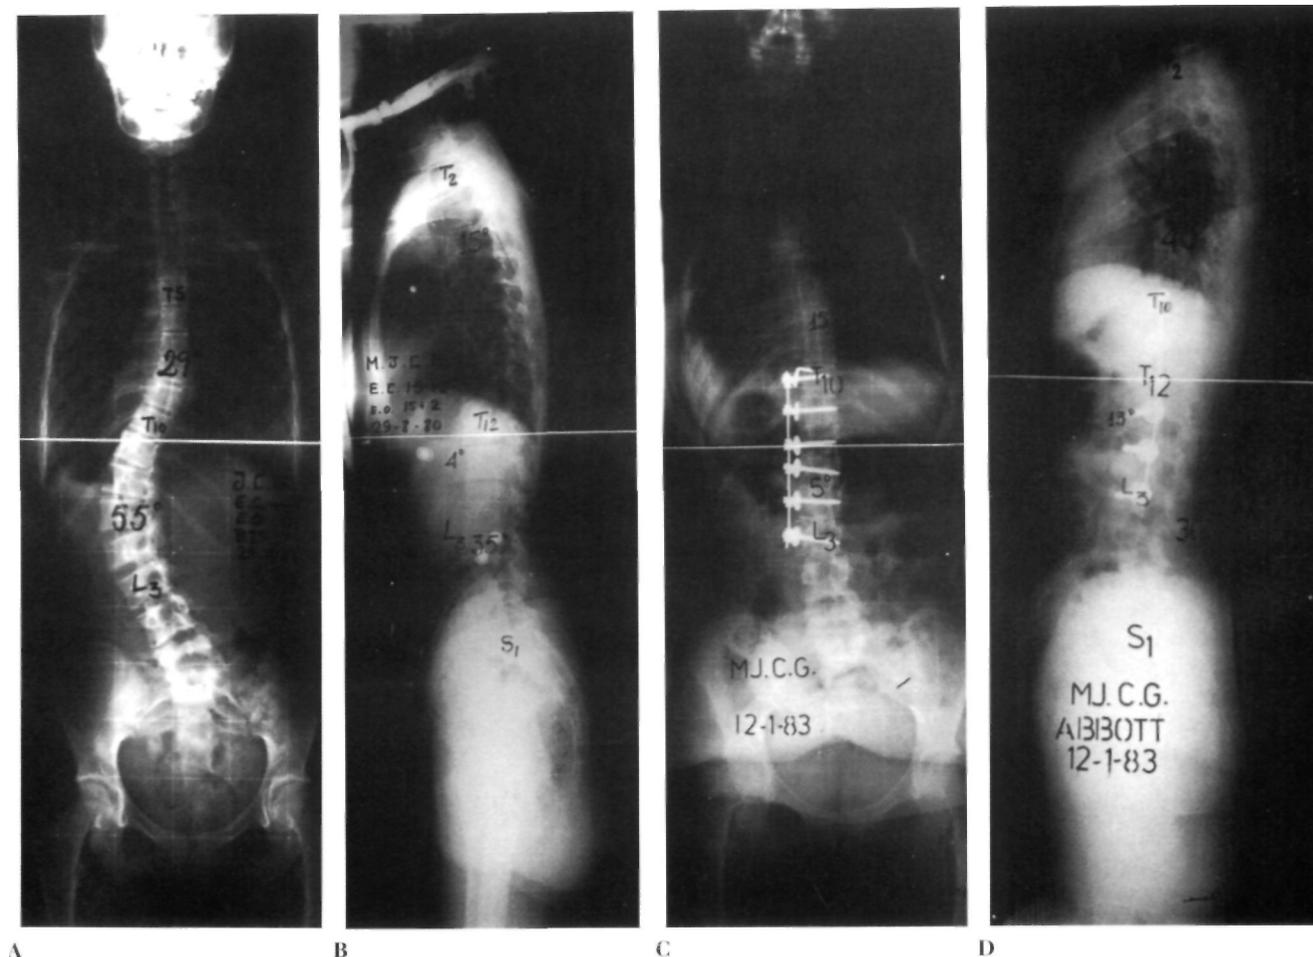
A) Radiografía preoperatoria de una paciente de 15 años afecta de una escoliosis thoracolumbar izquierda. B) Radiografía lateral preoperatoria. C) Radiografía a los 3 años postoperatorios donde se observa una corrección prácticamente completa de la curva, corrección de la última vértebra instrumentada a 3°. D) Radiografía lateral a los 3 años de la cirugía con un aumento de la cifosis regional de las vértebras instrumentadas.
